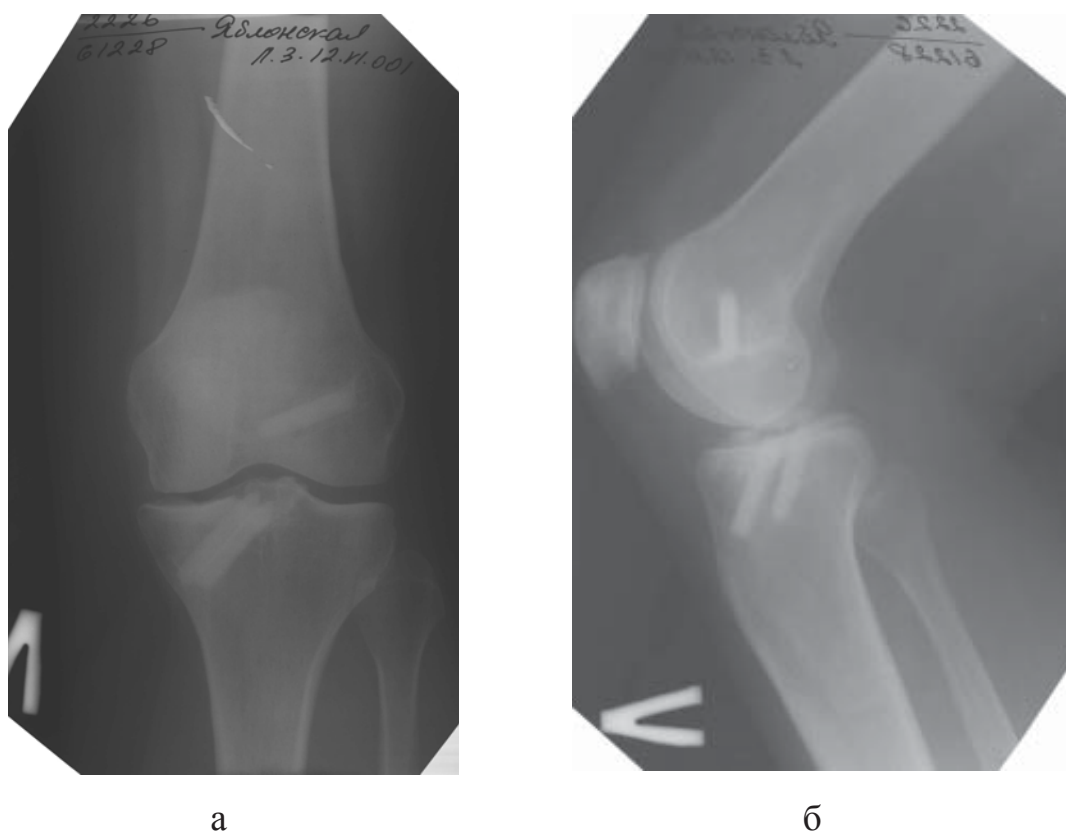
Рентгенограммы левого коленного сустава б-ной Я., ист. бол. № 61228, через 1 год 3 мес:
